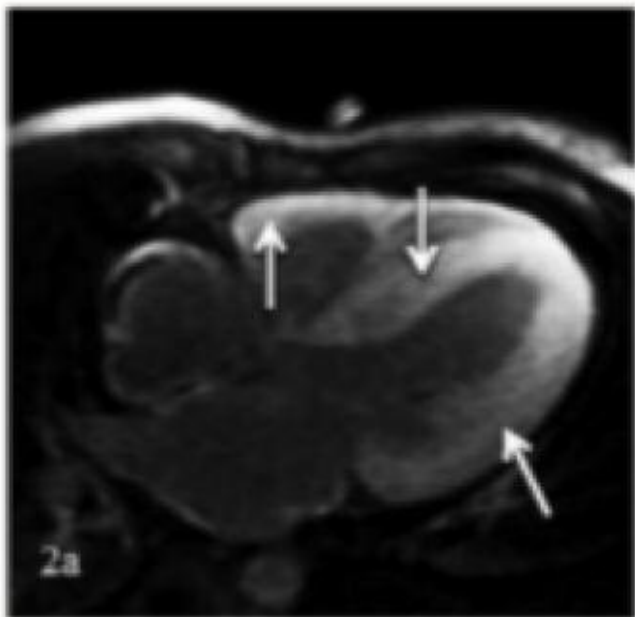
МРТ сердца. Последовательность с отсроченным контрастированием: а – длинная ось сердца; б – короткая ось сердца. Стрелками указано трансмуральное накопление контрастного препарата миокардом правого и левого желудочков.
